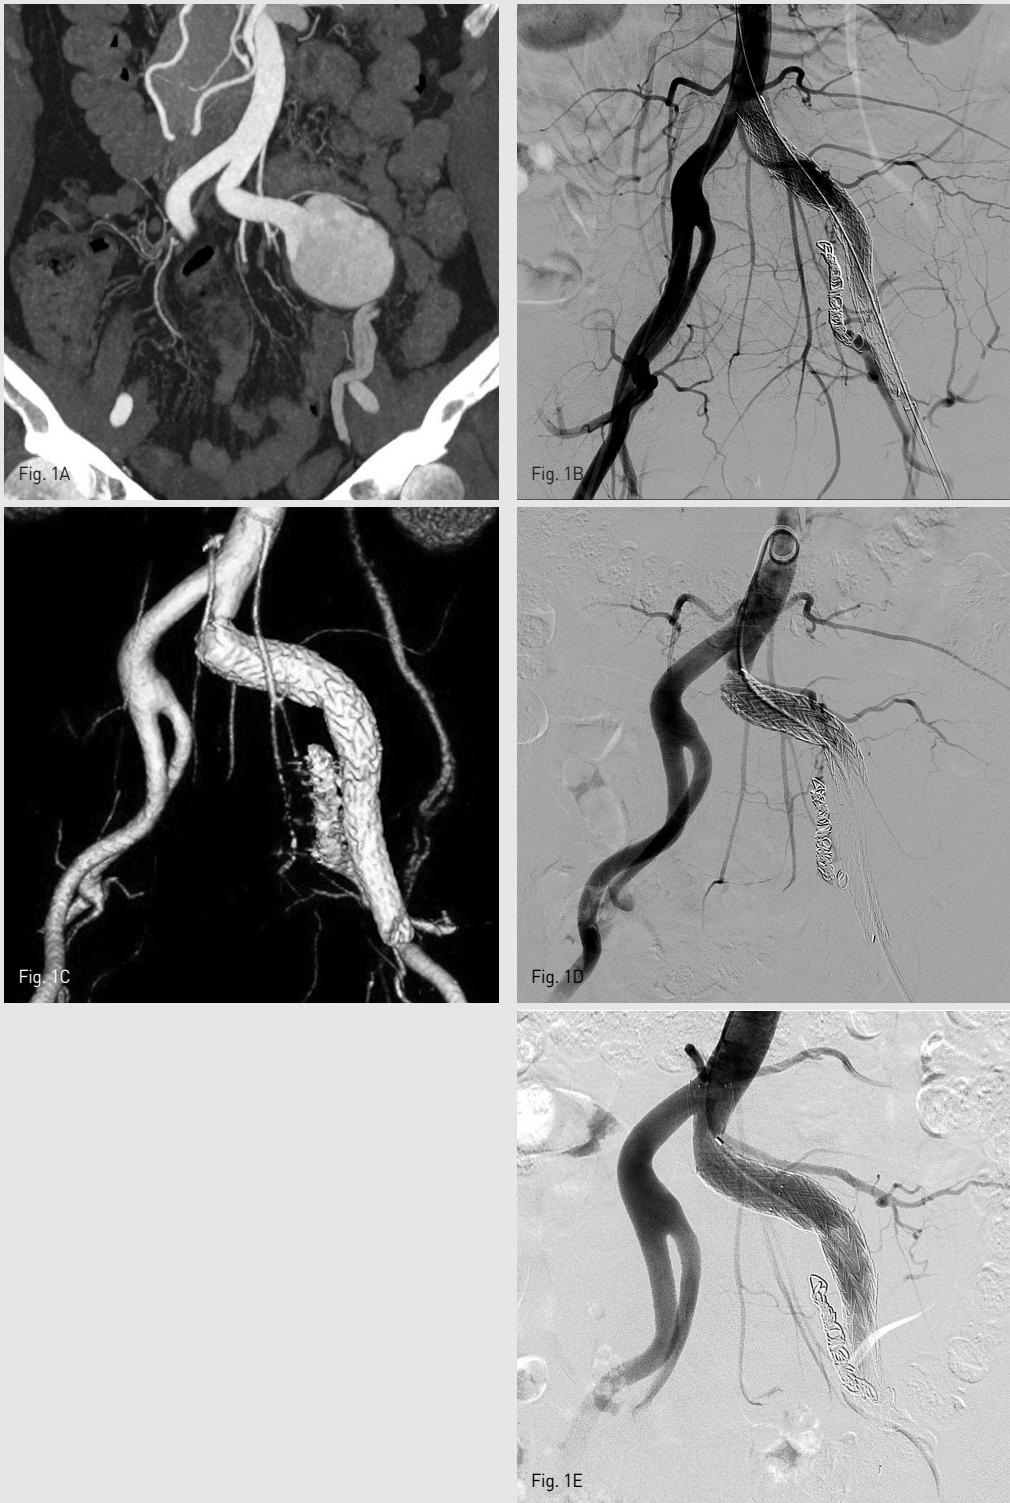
A initial contrast enhanced Aorta CT scan showed large saccular aneurysm (5.3 x 4.9 cm in size) originated from the proximal external iliac artery. And there is mild dilatation of the distal portion of common iliac artery.
